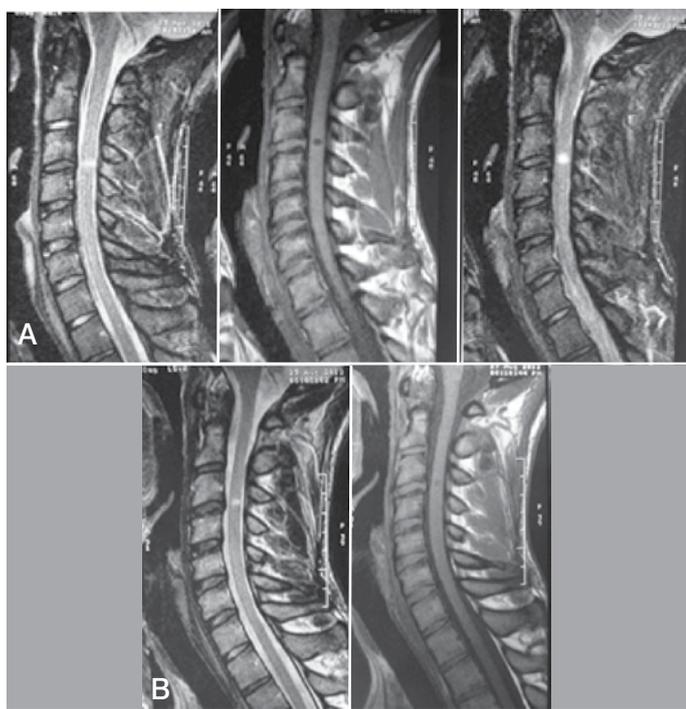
Paciente de 20 años de edad, conductor con cinturón de seguridad. (A) Cortes sagitales de RMN en T2, T1 y STIR al ingreso que muestra una lesión intramedular (Hematoma). (B) Cortes sagitales en T2 y T1 6 meses posterior al tratamiento conservador.
